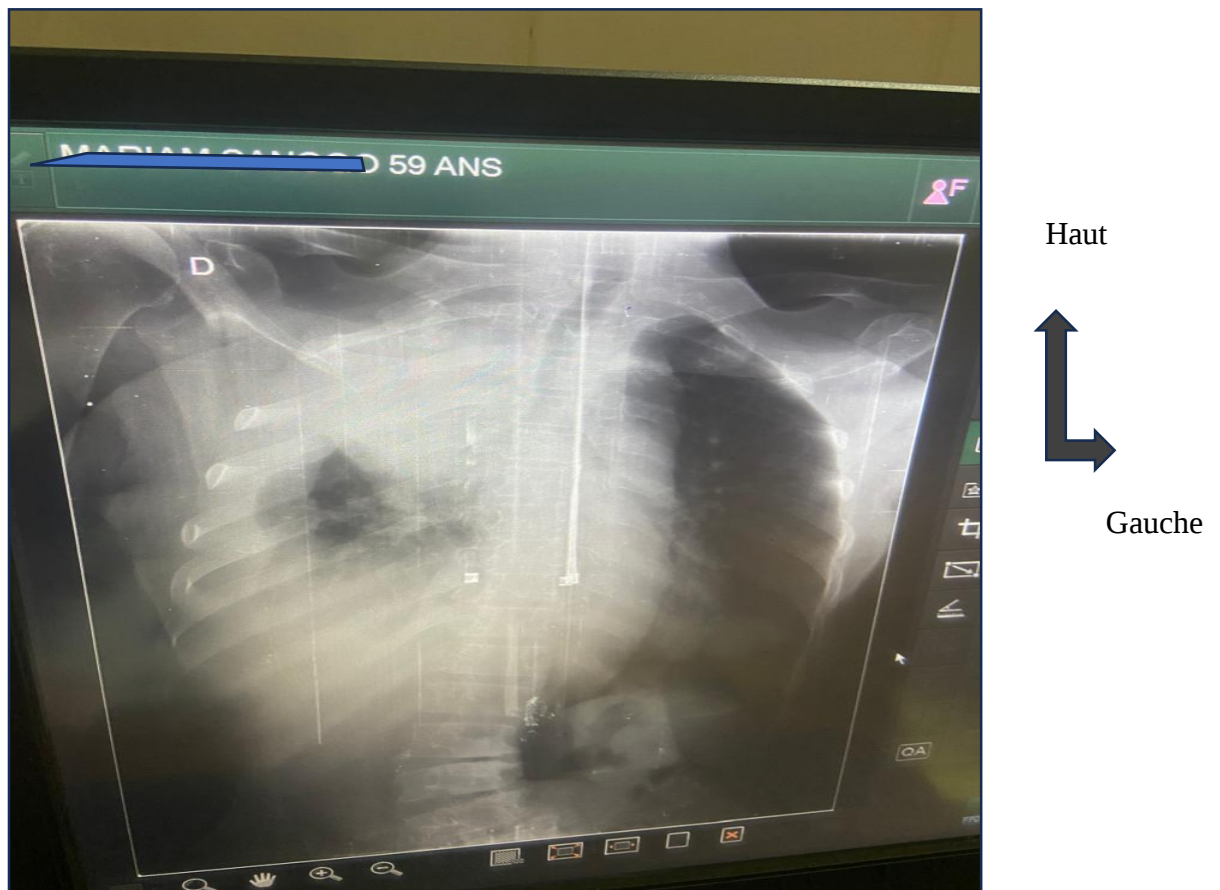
Cliché de Radiographie du thorax de face de Mme MS âgée de 50 ans où il avait manqué la date à laquelle l'examen avait été réalisé.
